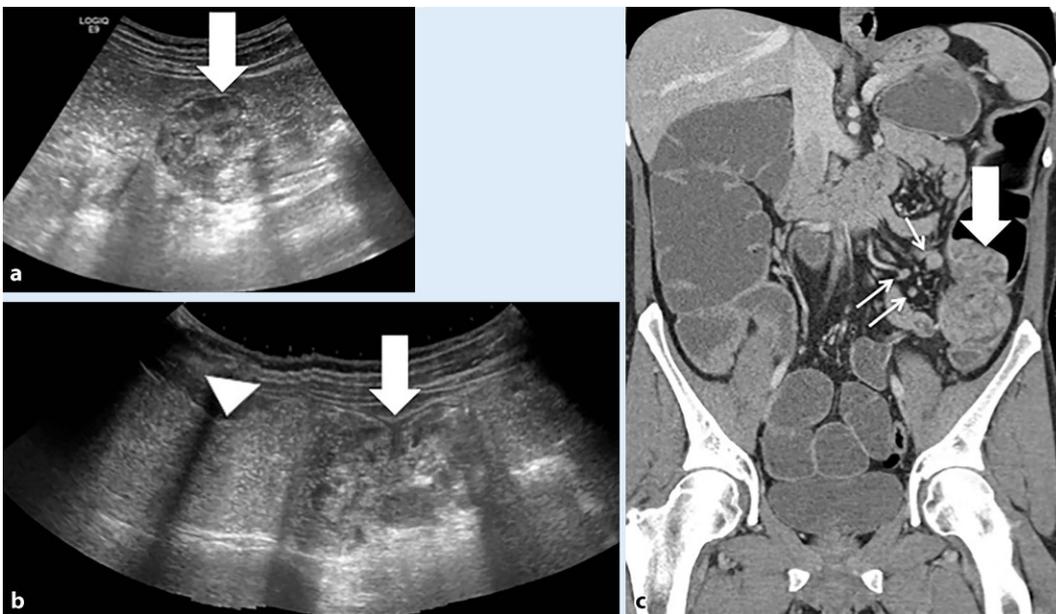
◀ a,b Abdomenultraschall im Bereich des Schmerzmaximums im Mittelbauch: weichteildichte Struktur im Colon descendens (*Pfeil*) mit Koprostase (*Pfeilspitze*) des aboral liegenden Darmabschnitts. c Das weiterführende CT des Abdomens zeigt eine intrakolische Raumforderung mit mehreren benachbarten vergrößerten Lymphknoten (*dünne Pfeile*)
